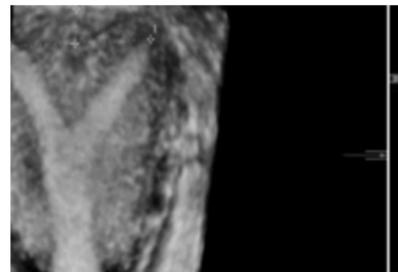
Двурогая матка: операция кесарево сечение (A) и 3D УЗИ (B, C)
